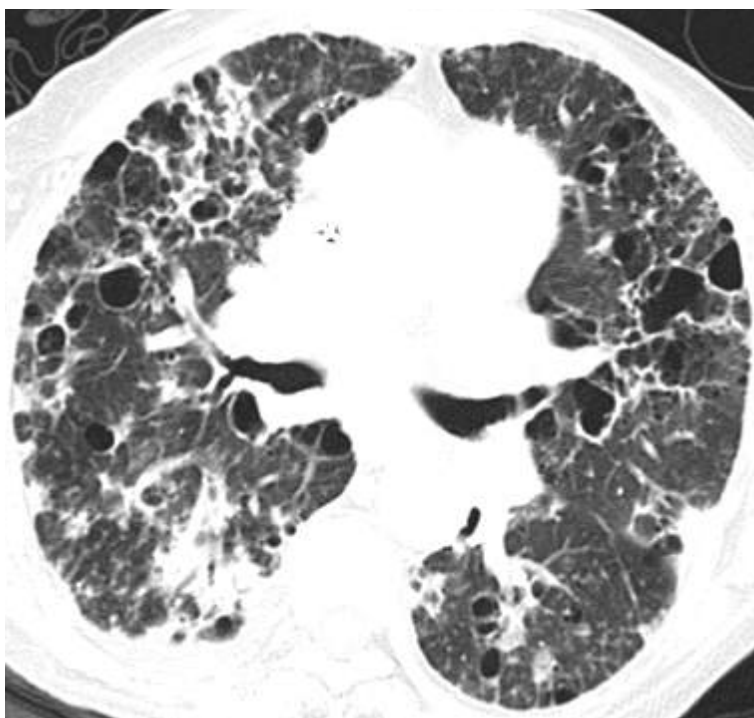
Tomografía de alta resolución, ventana para pulmón. Cambios pulmonares por fibrosis. (Estadío IV).
